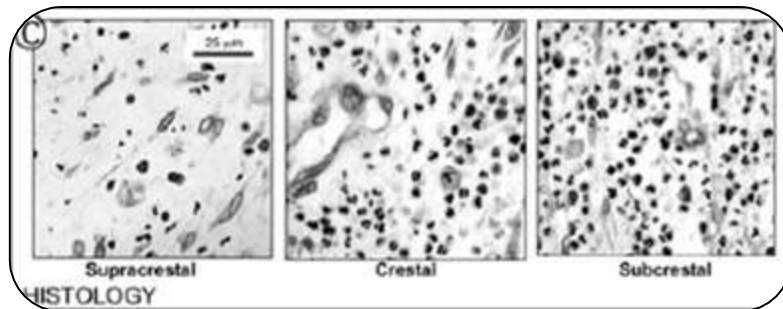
Fotomicrografias que representam os tecidos moles imediatamente adjacentes à interface implante-pilar. Embora os neutrófilos sejam abundantes na amostra na zona ao nível e abaixo da crista óssea, estas células foram pouco frequentes na zona superior da crista óssea. A) Pilar; AB) osso alveolar; BC) crista óssea; CT) tecido conjuntivo; GE) epitélio gengival; IAI) interface implante-pilar; R) parte áspera do implante (superfície SLA); S) colar liso maquinado do implante (Broggini *et al.*, 2006)
